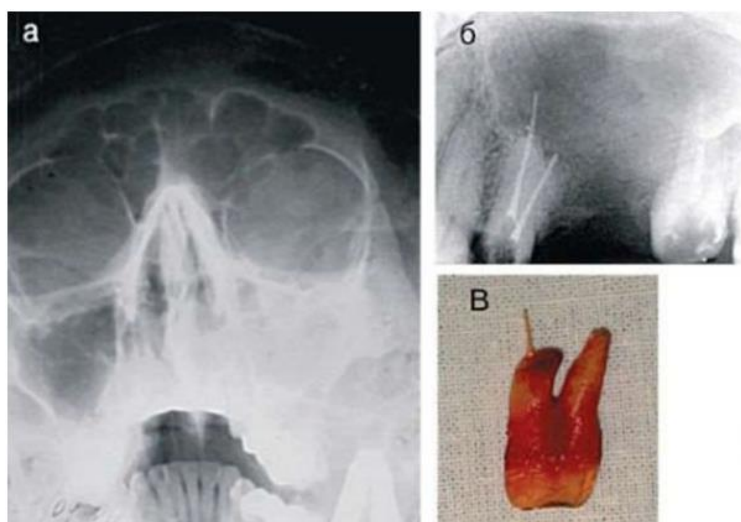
Прямая рентгенография черепа в подбородочно-носовой проекции (а); внутриротовая рентгенограмма альвеолярного отростка верхней челюсти слева (б); удаленный 25 зуб (в) с перфорацией и выведением за пределы корня зуба гуттаперчевого штифта
